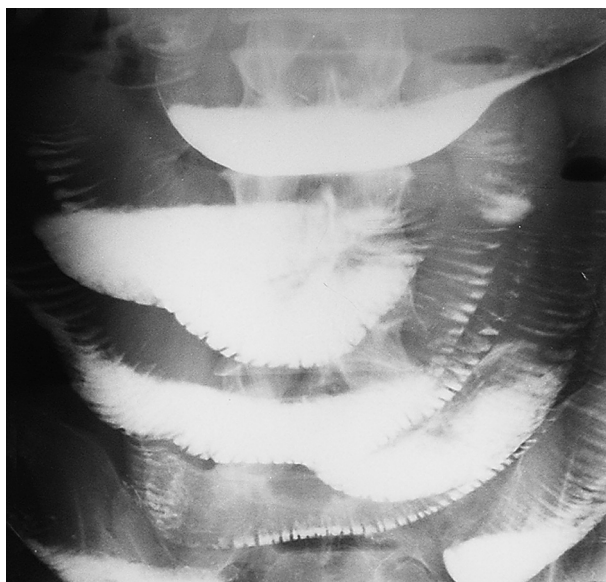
Рентгенограмма кишечника больного О. с барием
